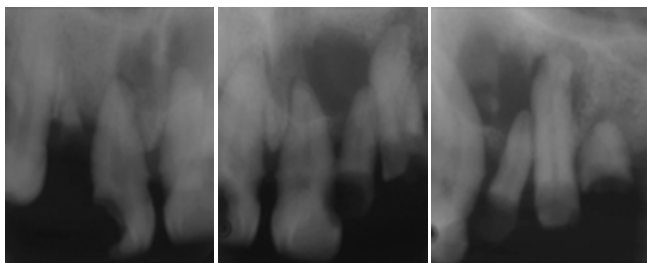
Radiografías periapicales grupo 2. Lesión radiolúcida en relación a dientes 1.1, 2.1, 2.2 y 2.3.
